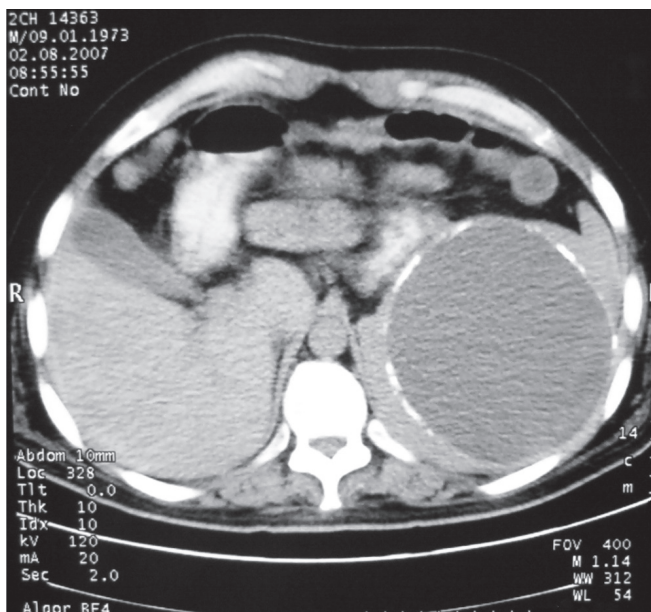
Imagine CT: chist hidatic splenic cu conținut omogen, hiperecogen cu calcificări în capsulă și substituția parțială a țesutului lienal (imagine proprie).
